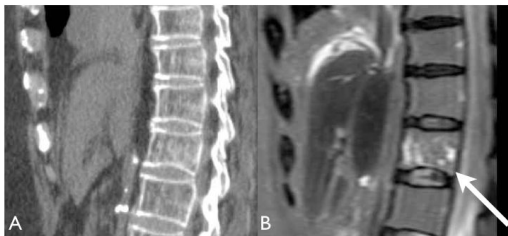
同一事例の下位胸椎矢状断 CT(A)及び MRIT2 強調画像 (VISTA による) 矢状断。MRI では CT ではっきりしない骨髄の浮腫ないし出血による変化を明瞭に信号変化としてとらえている (矢印)。
